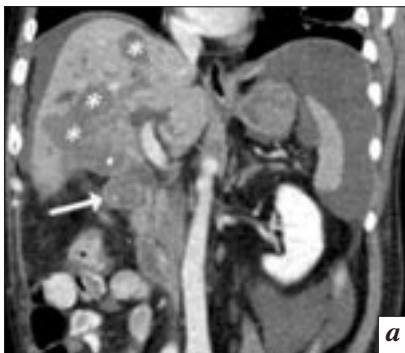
Многосрезовая КТ-ангиография брюшной полости через сутки после экстренной эмболизации гастродуоденальной артерии при кровотечении: *а* – фронтальная проекция: опухоль желчного пузыря с инвазией в печень (*) и двенадцатиперстную кишку (стрелка); *б* – проекция максимальной интенсивности (криволинейная реконструкция) – данных за кровотечение из гастродуоденальной артерии нет (стрелка)
